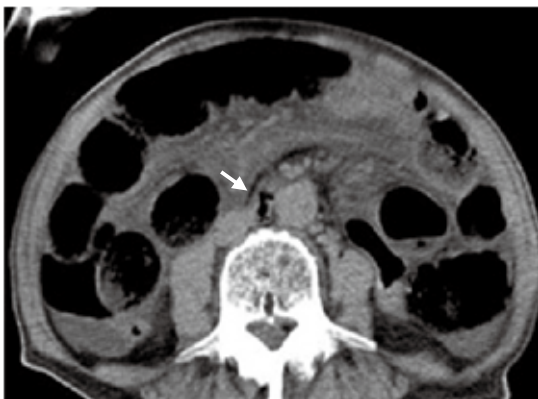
腹部単純CT画像。小腸の拡張が途中で途絶えており、狭窄部位と考えられる(矢印)。
